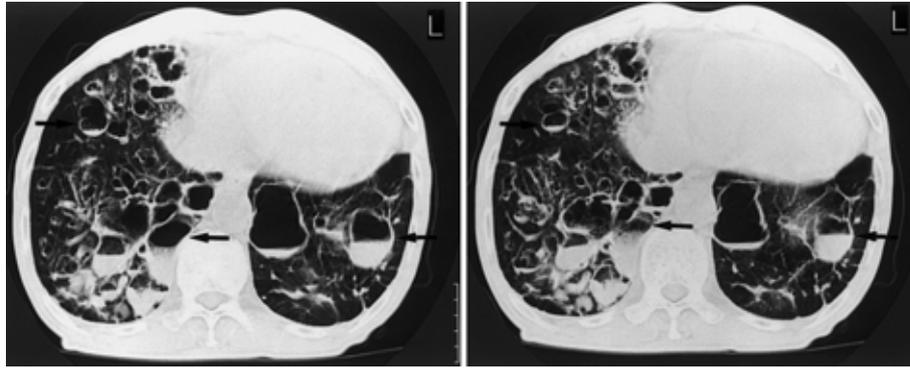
Chest CT scan shows bronchiectasis in both lungs on inspiration and bronchial collapse on expiration.
